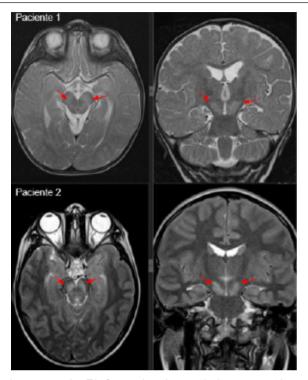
Resonancia magnética nuclear de encéfalo
